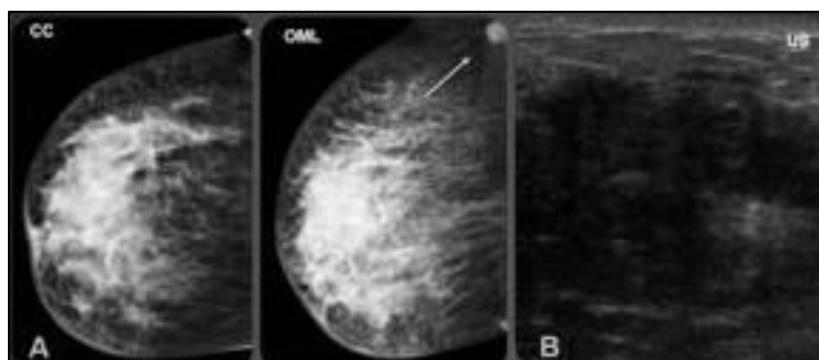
Radiografías de una paciente con cáncer de mama inflamatorio.
